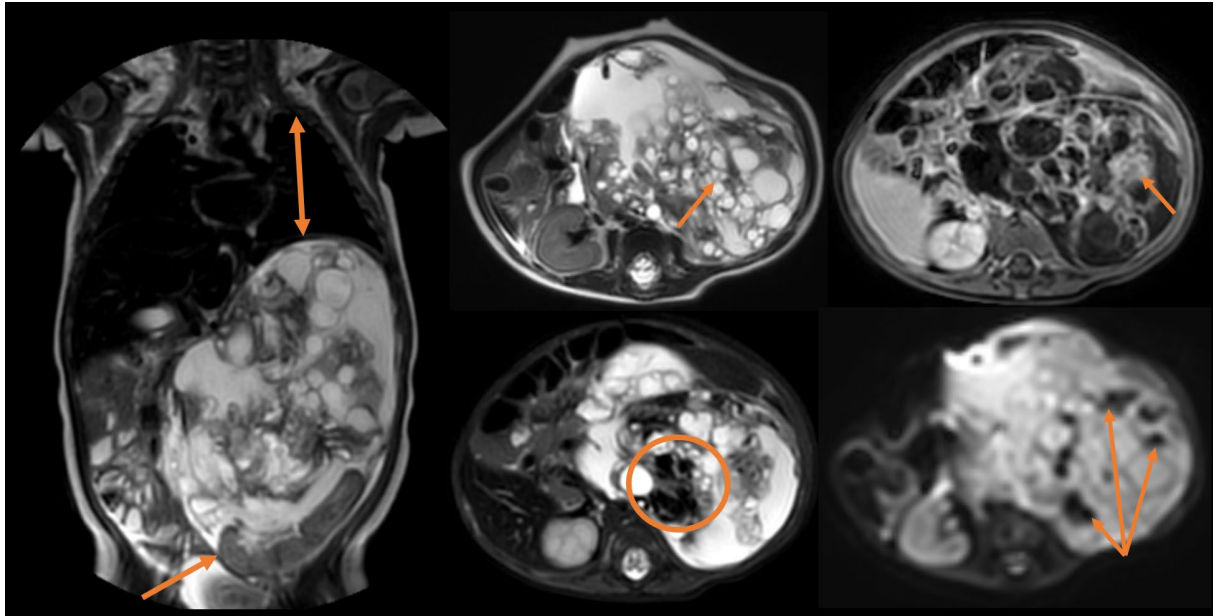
Магнитно-резонансная томография брюшной полости с контрастным усилением от 01.11.2020 в коронарной (a) и аксиальной (b–e) плоскостях: a — T2-взвешенное изображение, уменьшение объема левого лёгкого за счёт давления опухолью на левый купол диафрагмы (двойная оранжевая стрелка), дистопия левой почки в область таза (оранжевая стрелка); b — T2-взвешенное изображение, множественные кисты в структуре опухоли (оранжевая стрелка); c — T1-взвешенное изображение +С, фрагментарное накопление контрастного средства в солидных компонентах (оранжевая стрелка); d — T2 SPIR, выпадение сигнала от жировых включений опухоли (оранжевый круг); e — диффузионно-взвешенное изображение, участки ограничения диффузии от внутриопухолевых кровоизлияний (оранжевые стрелки).
